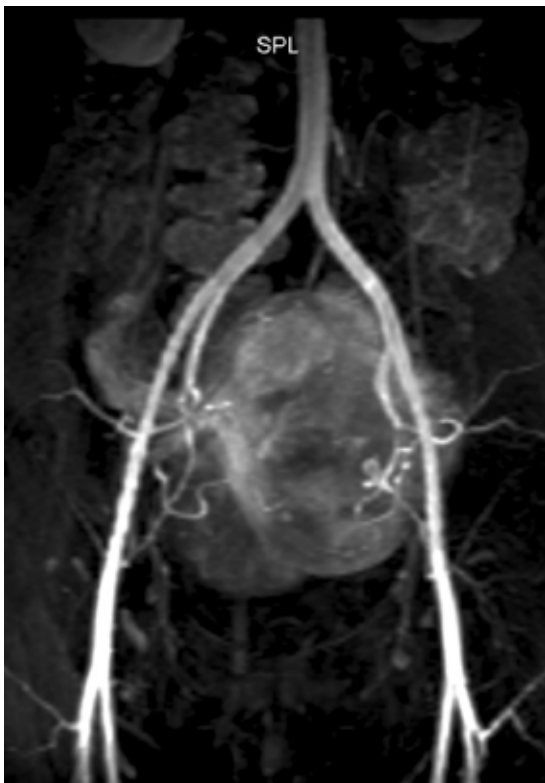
Angio TAC preembolización. Paciente con miomas uterinos.
